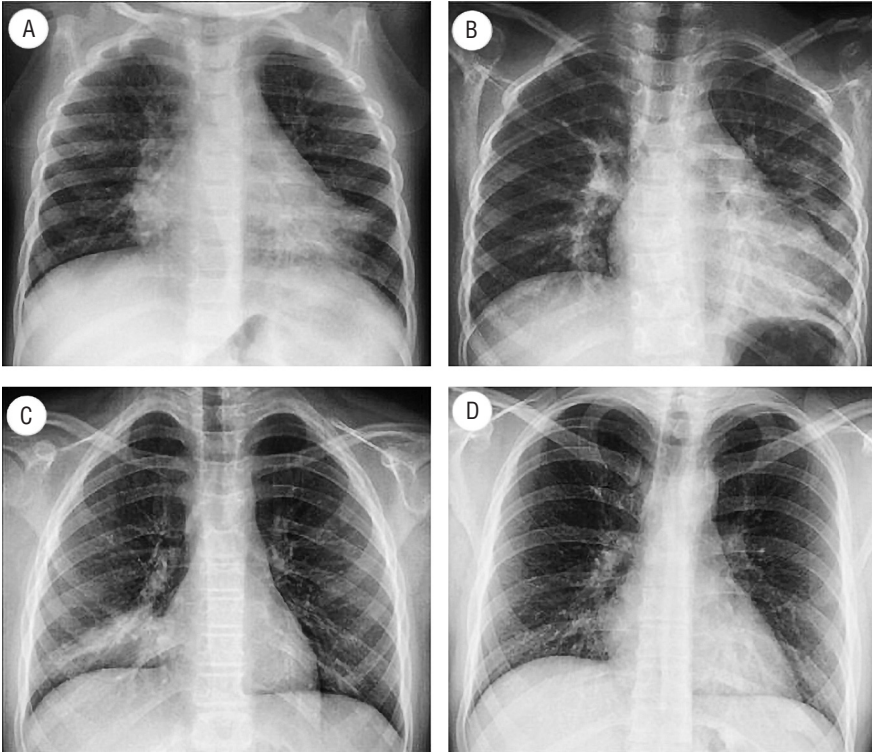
Рентгенограммы органов грудной клетки пациентов с вирусной пневмонией
